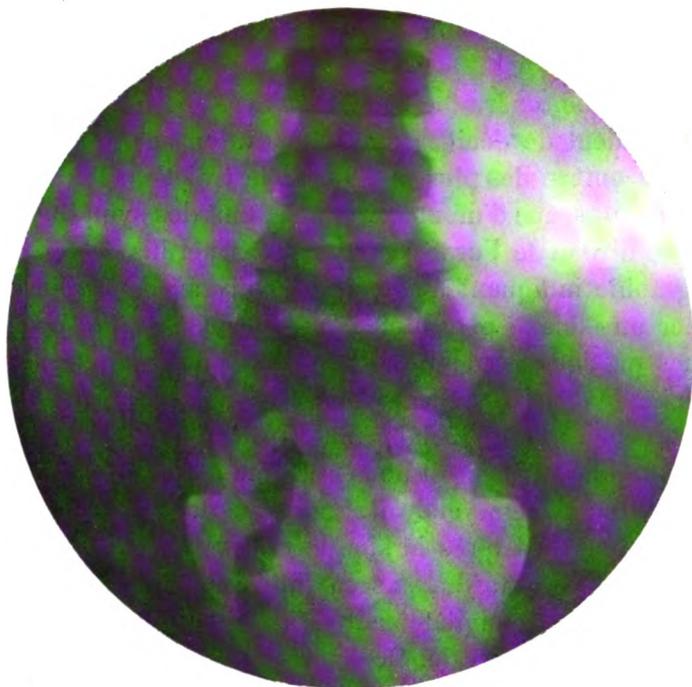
Radiographie de cinq calculs de l'uretère dont un seul fut trouvé en place au moment de l'intervention et quatre autres dans le bassinnet.
